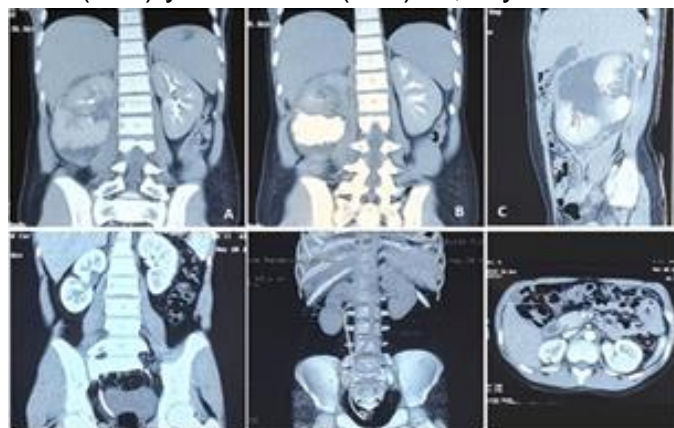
Caso 1. Tomografía contrastada control en consulta externa. No hematoma, no fuga de contraste. Fuente: Expediente clínico.
